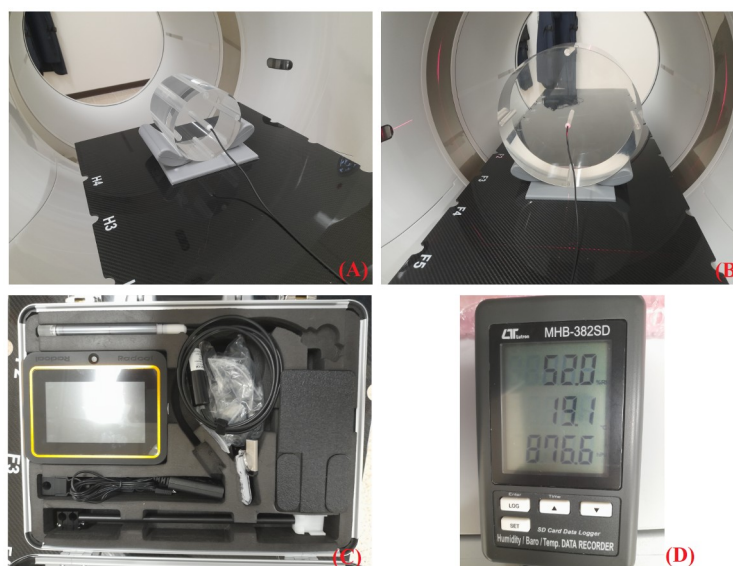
Materiales de la prueba técnica de dosimetría de la irradiación del tubo de rayos X del sistema PET/CT BV 450. Los materiales son: (A) maniquí de CTDI de cabeza; (B) maniquí de CTDI de abdomen;
